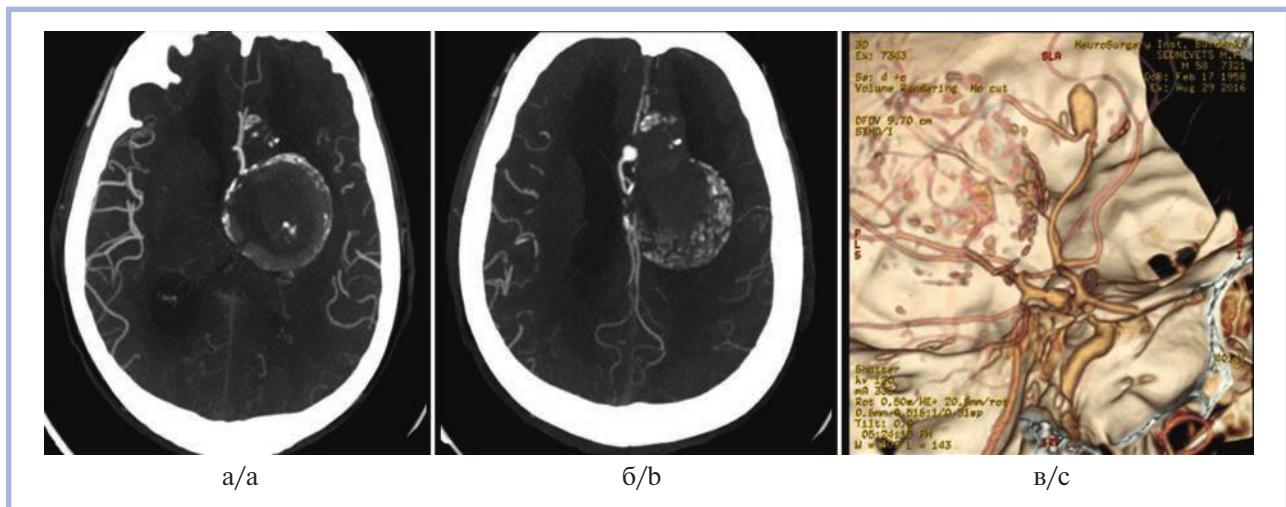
СКТ-ангиография до оперативного вмешательства, аксиальные срезы (а—б) и 3D-реконструкция (в). Визуализируется гигантская, практически totally тромбированная аневризма левой перикаллезной артерии, имеется функционирующий участок незначительных размеров. В стенке аневризмы множественные кальцинаты.
